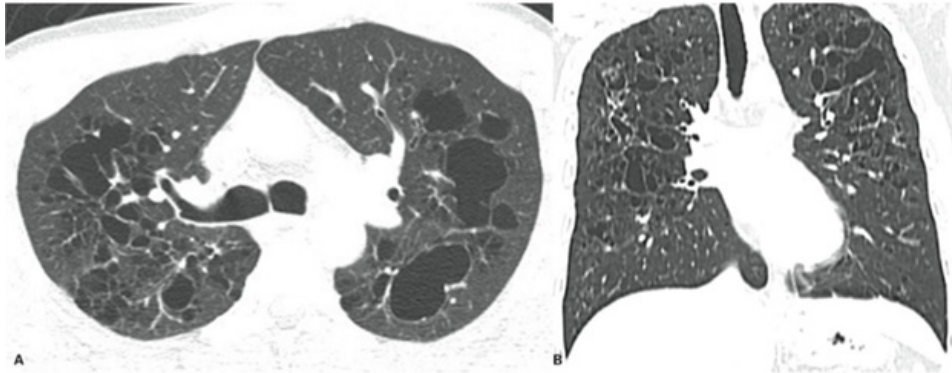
Tratado de radiologia: pulmões, coração e vasos, 2017. Imagens de TC em corte axial e reformatação coronal evidencia múltiplos cistos com formatos irregulares nos pulmões, poupando a região dos seios costofrênicos.
